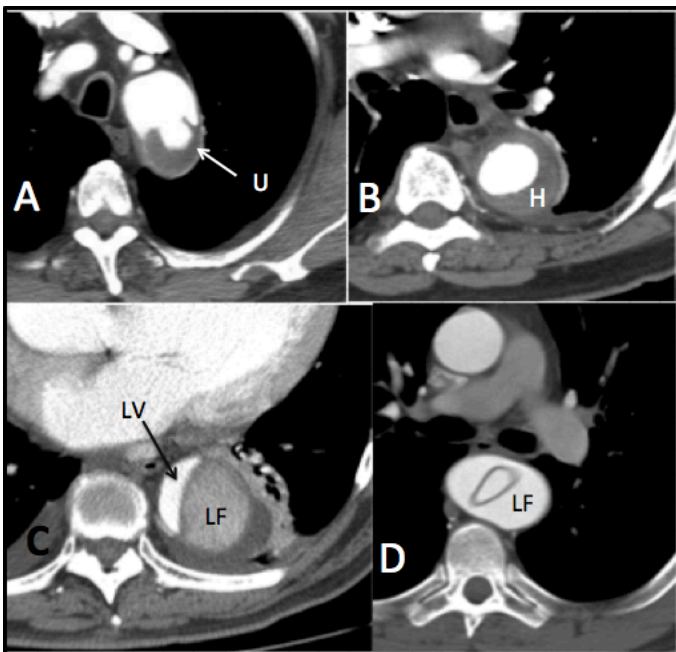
Cortes de TC a nivel torácico.
